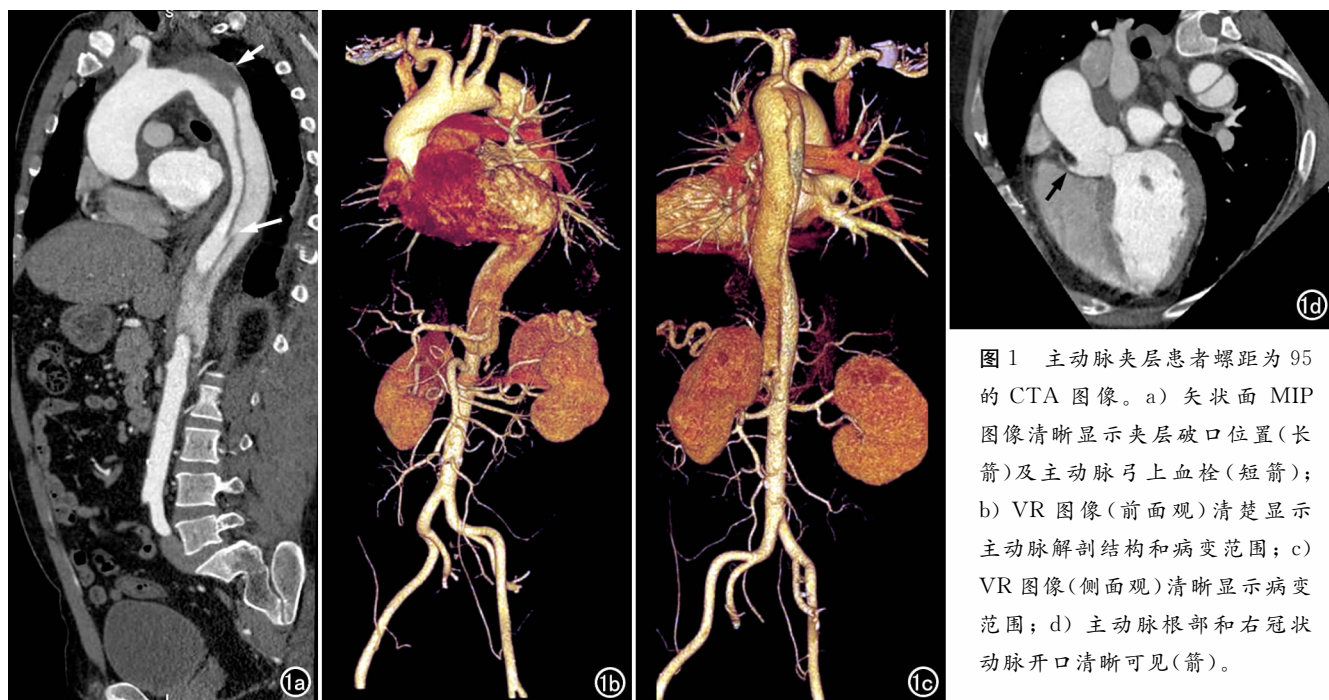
主动脉夹层患者螺距为 95 的 CTA 图像。a) 矢状面 MIP 图像清晰显示夹层破口位置(长箭)及主动脉弓上血栓(短箭); b) VR 图像(前面观)清楚显示主动脉解剖结构和病变范围; c) VR 图像(侧面观)清晰显示病变范围; d) 主动脉根部和右冠状动脉开口清晰可见(箭)。
